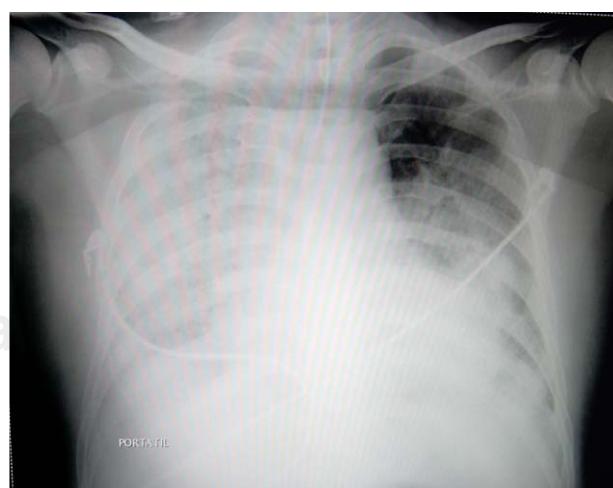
Radiografía de tórax que muestra opacidades heterogéneas bilaterales de predominio derecho por ocupación alveolar.
